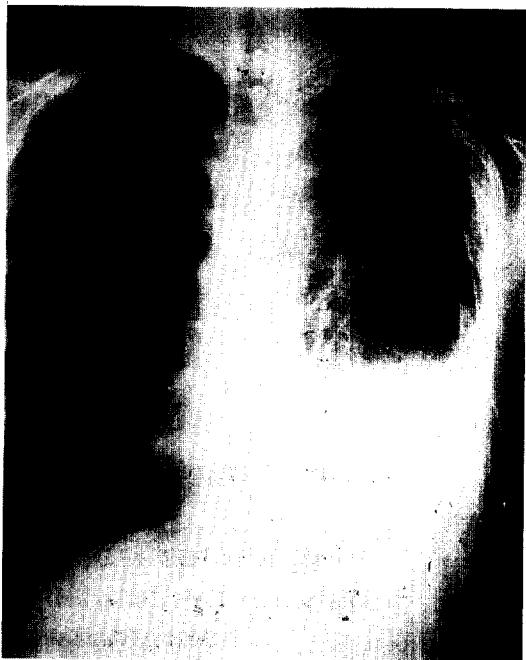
The chest x-ray shows diffusely an increased irregular reticulonodular interstitial lung marking throughout both lungs with a left pleural effusion.
